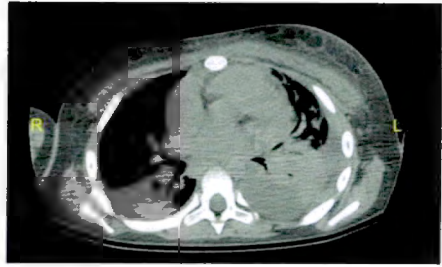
TAC de tórax con áreas sugestivas de celulitis de pared torácica, consolidación pulmonar y atelectasia bilaterales, áreas de necrosis pulmonar izquierda y paquipleuritis izquierda.
